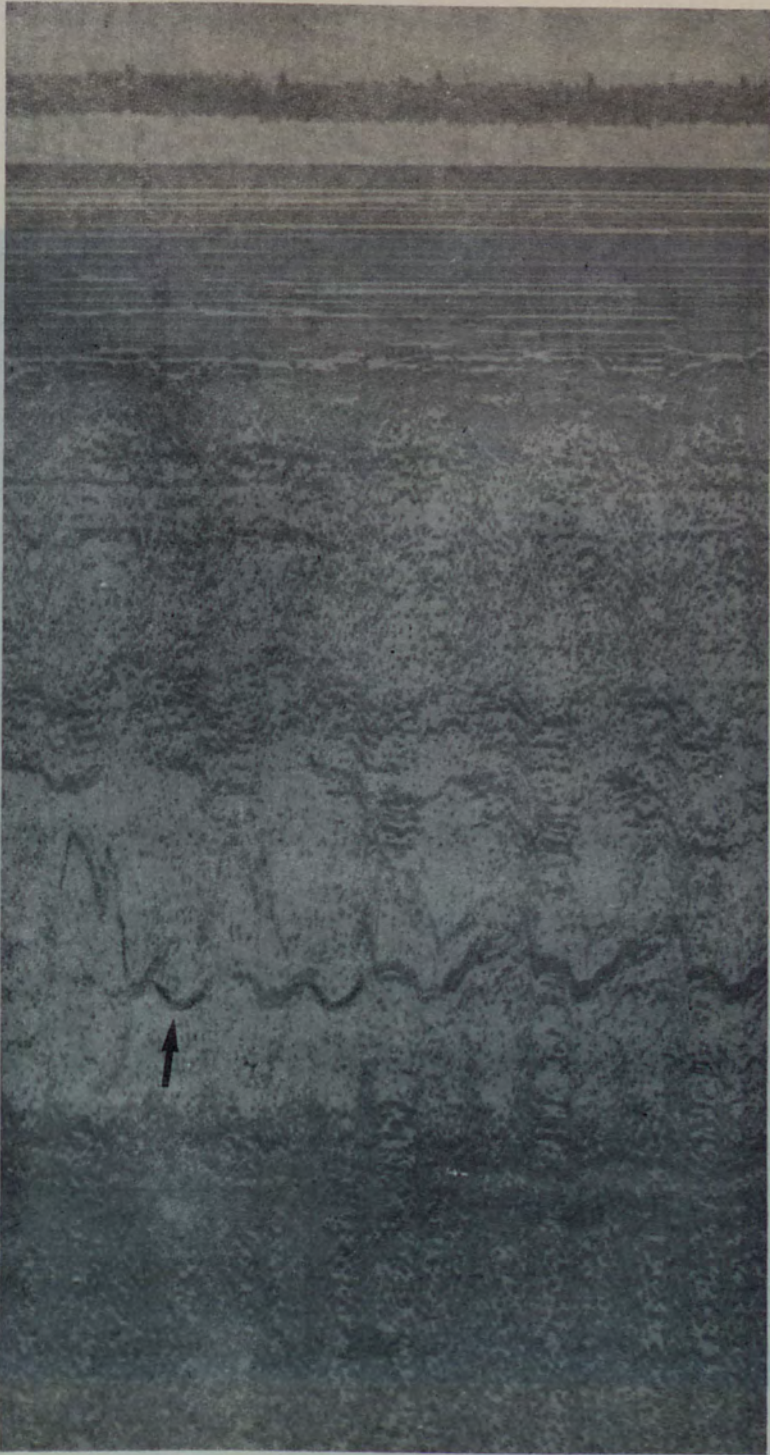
Caso nº 36 (UG). O ecocardiograma confirmou a presença de prolapso da valva mitral nesse paciente, conforme indica a seta no traçado acima.
